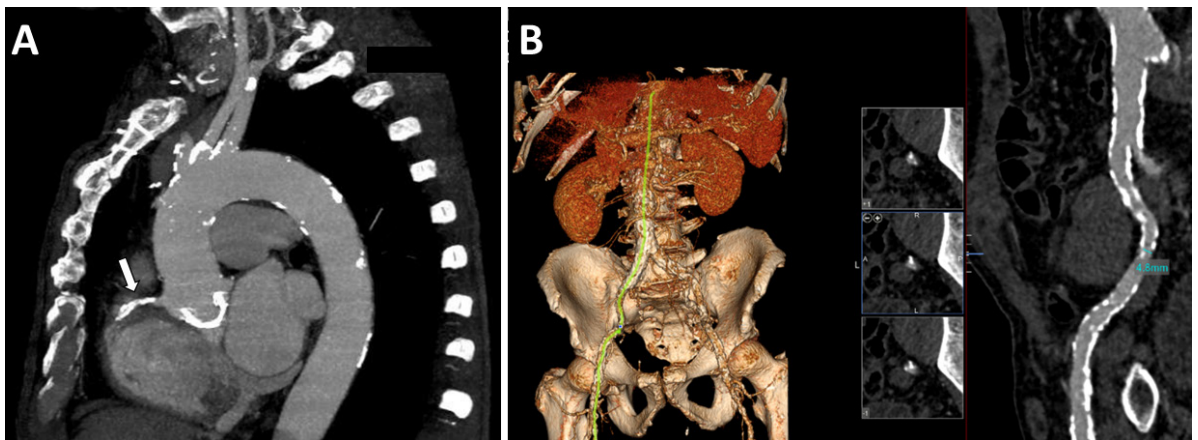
Corte axial de angiotomografía (A) donde se observa importante calcificación de prótesis aórtica biológica, de cayado aórtico y de arteria coronaria derecha (flecha blanca). En la imagen B se observa reconstrucción 3D de territorio aorto-iliaco-femoral con importante tortuosidad y calcificación.
